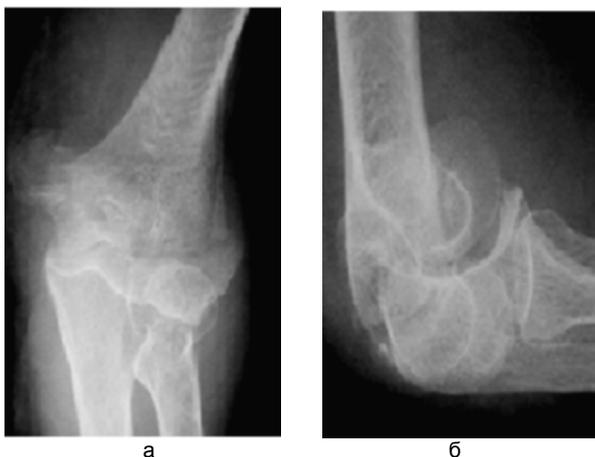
Рентгенограмма б-ной В., 25 лет, набл. 27, и.б.№368599/12.
